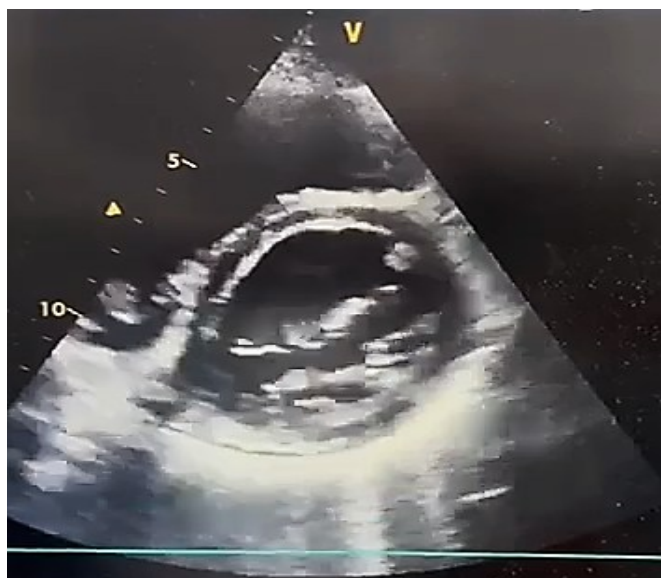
Эхокардиография пациента А., 38 лет с миокардитом. Парастеральная позиция, короткая ось на уровне митрального клапана
